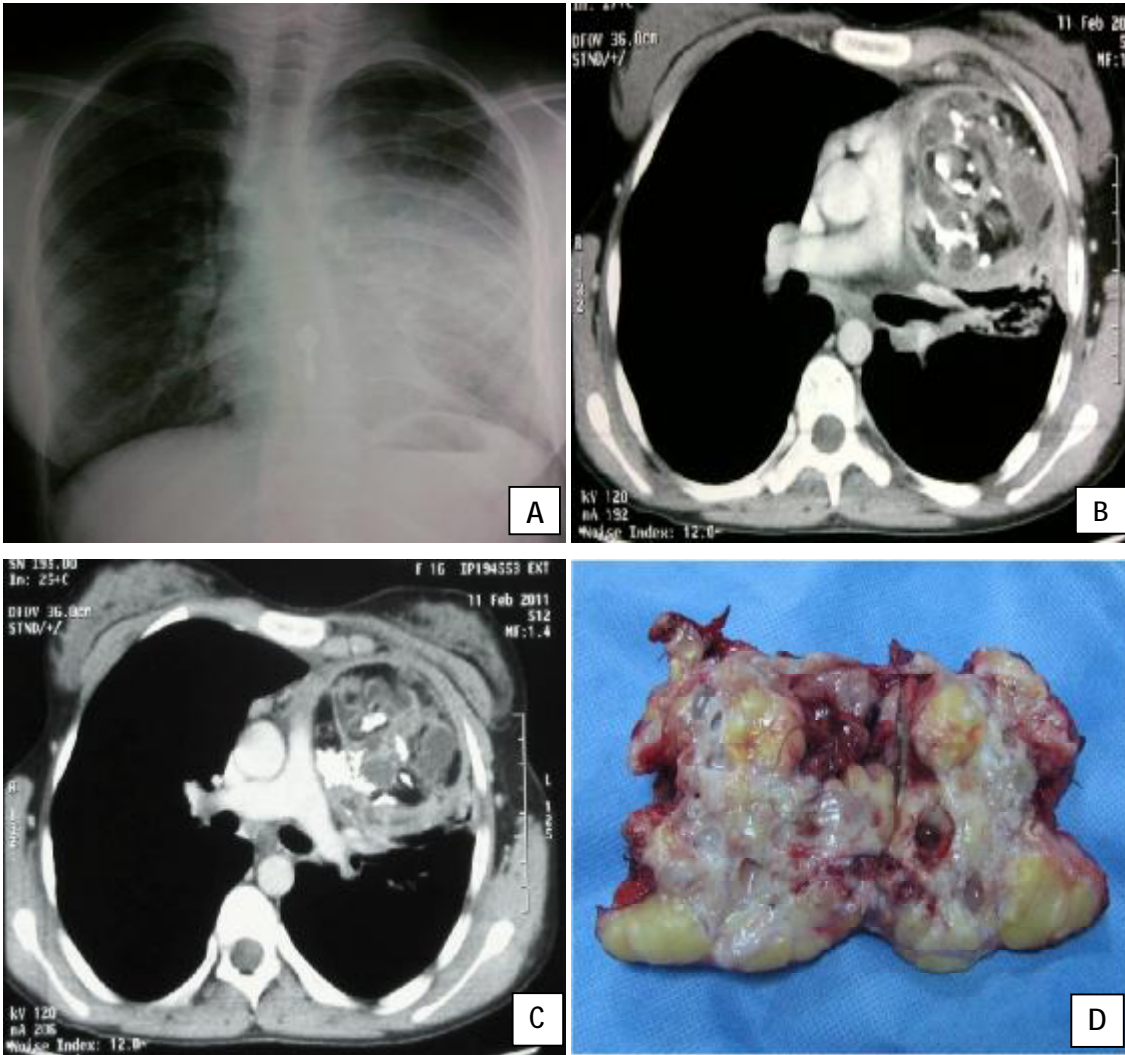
A: Radiographie thoracique de face : Opacité médiastinale antérieure avec débord latéral gauche.
